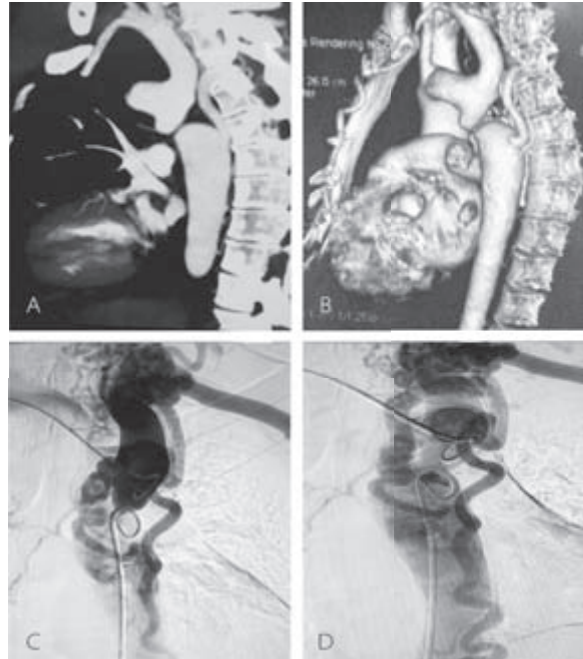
A. TC tórax con contraste. B. Reconstrucción 3D. C y D. Aortogramas.
